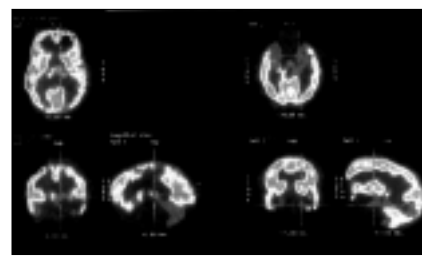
Autismo infantil precoz (estudio PET-FDG). Grave hipometabolismo talámico bilateral, en corteza occipital medial y lateral bilateral, así como en área motora superior y media bilateral.
